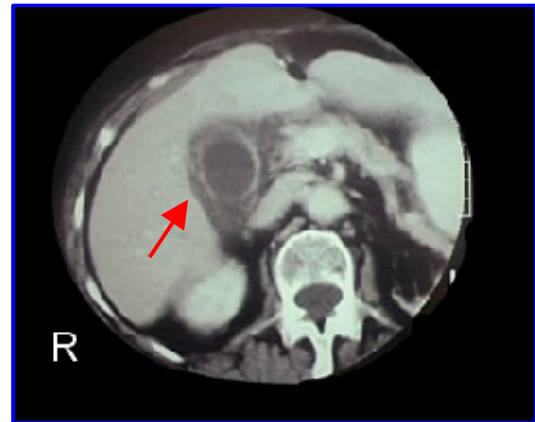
Tomografía computada de abdomen donde se visualiza engrosamiento de la pared vesicular y edema perivesicular.
